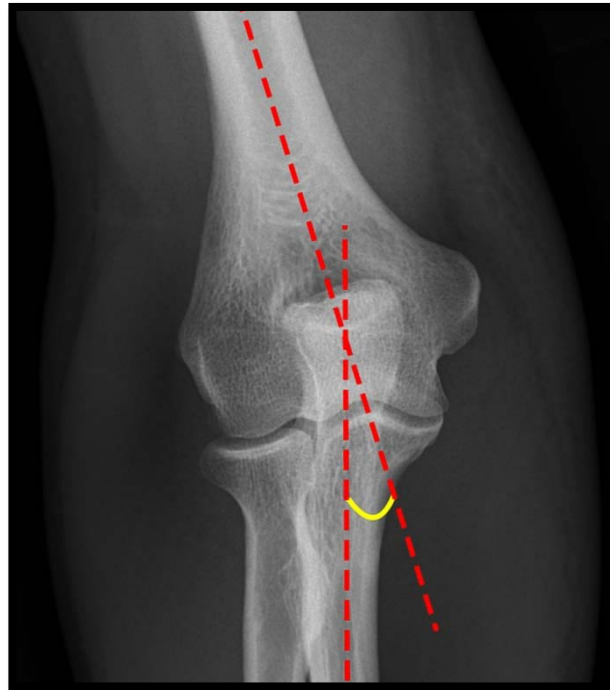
Radiographie du coude de face montrant Le carrying angle (37)
